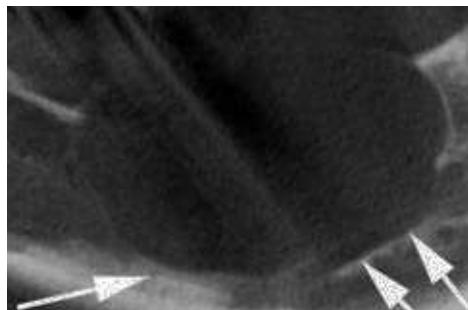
Tomografía volumétrica digital dental, plano coronal.
